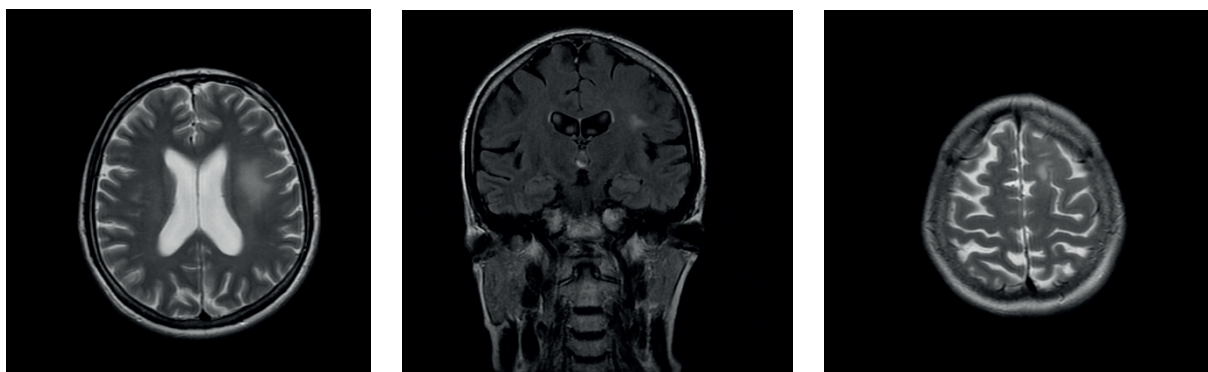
МРТ головного мозку пацієнтки В. від 01.12.2020 року (ділянки гіперінтенсивності позначено червоними стрілками)
